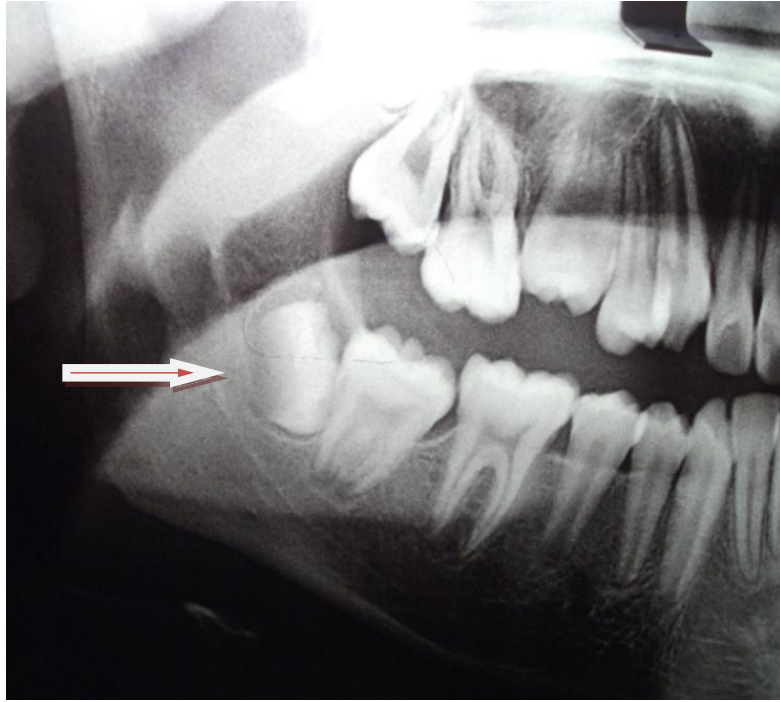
Radiografía de un paciente de 11 años
